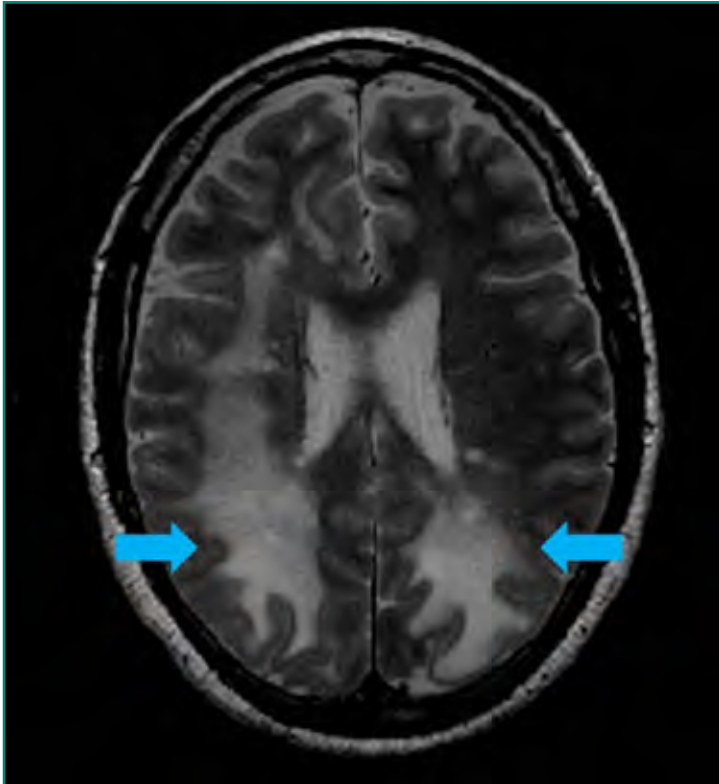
Imagen axial de RM ponderada en T2. Paciente con EM tratado con natalizumab con LMP. Extensa afectación confluyente de sustancia blanca frontal y parietal hemisférica bilateral (flechas azules).
